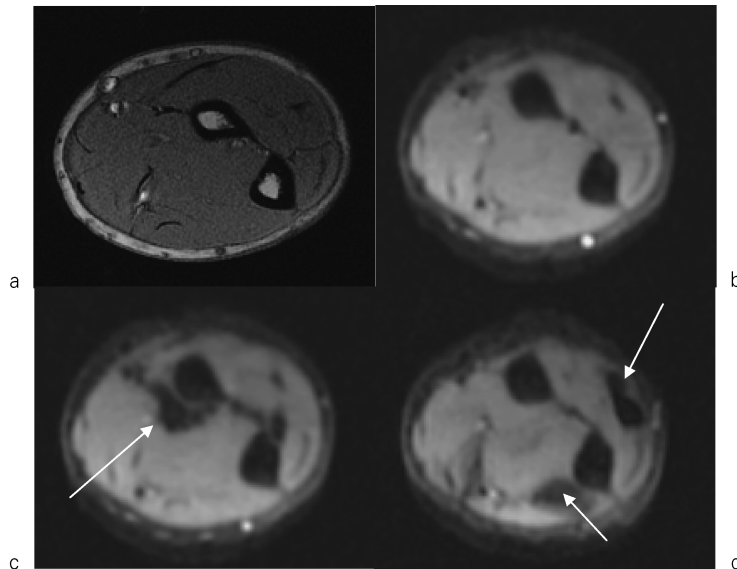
Diffusion-weighted MRIs of the forearm during muscle contraction ($b=27 \text{ s/mm}^2$, z direction MPG). (a) Gradient echo T_1 -weighted MRI. (b) DWI without contraction. (c) DWI while bending and extending the hallux. The signal was reduced in the flexor pollicis longus. (d) DWI while bending and extending the little finger. The signal was reduced in the extensor digiti minimi muscle and extensor digitorum muscle.
